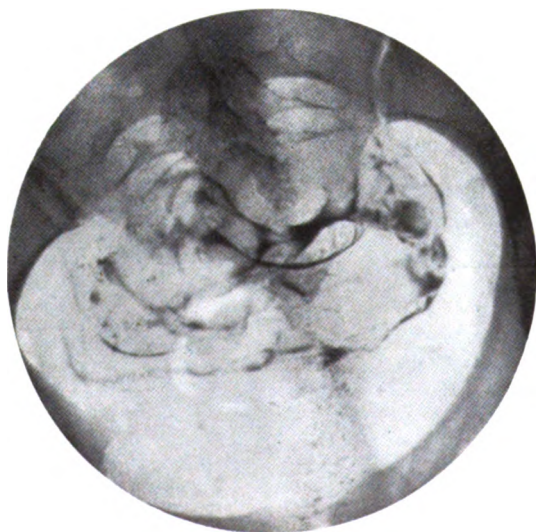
Chez cette même malade, la radiographie du bassin faite 24 heures après l'injection montre que le lipiodol a diffusé dans tout le pelvis. On ne voit plus ni utérus, ni trompes. Aspect habituel des choses lorsque les trompes sont perméables.
